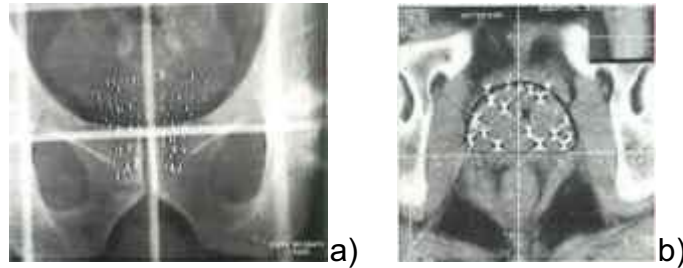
a) radiografia de controle; b) tomografia de controle^[39]
